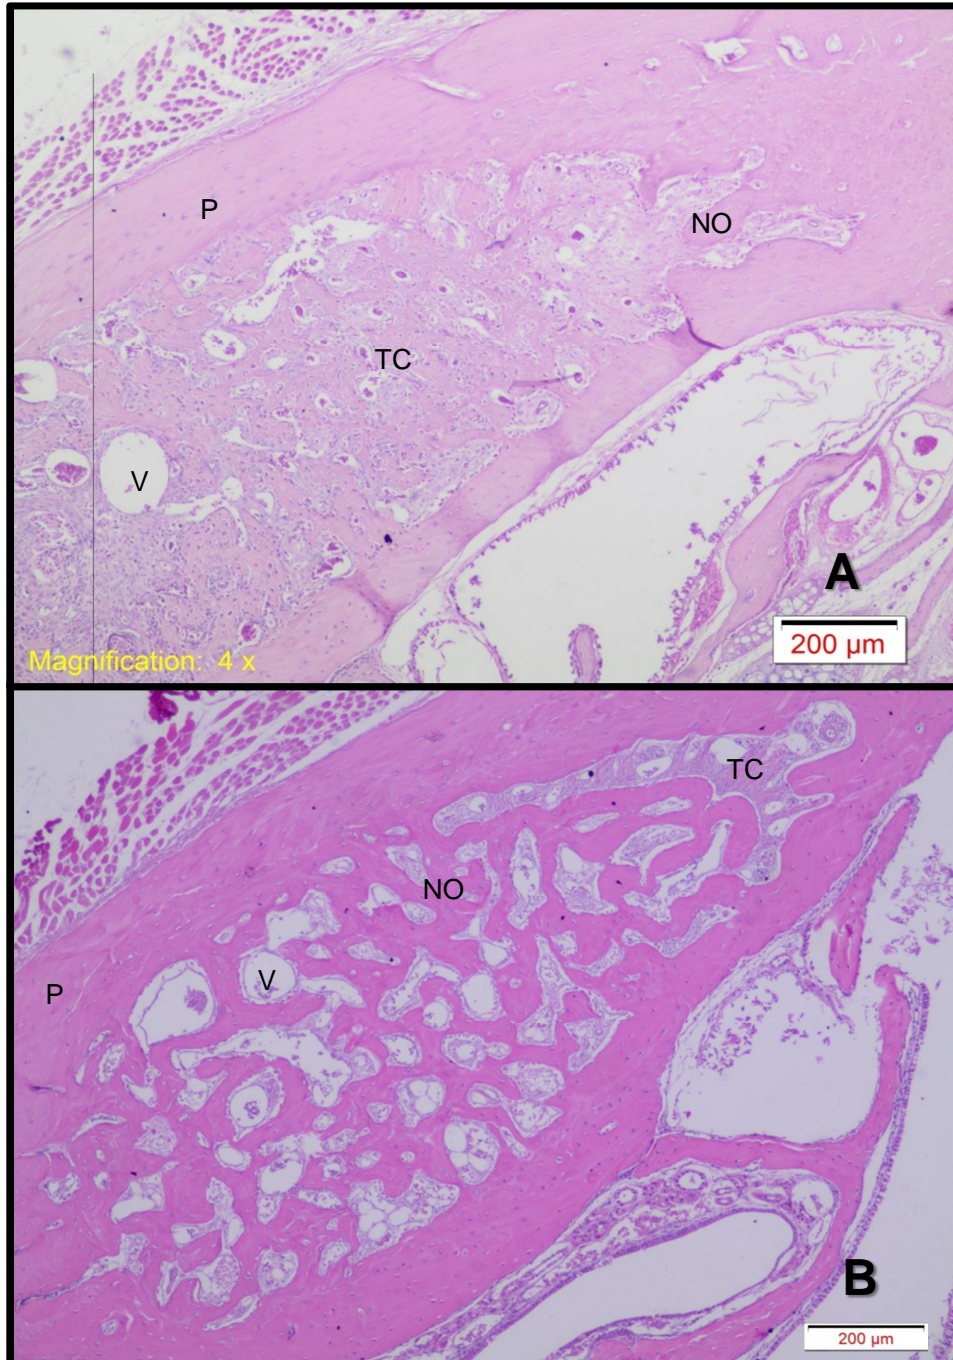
Grupo IV períodos de 7 e 28 dias. A) Grupo IV (7 dias), apresenta neoformação óssea (NO) por todo o alvéolo e a partir das paredes (P), além da presença de tecido conjuntivo (TC) mais ao centro. B) No Grupo IV (28 dias), o alvéolo está preenchido por grande neoformação óssea (NO) que preenche todo o espaço que não há presença tecido conjuntivo (TC) e com mais vasos (V) quando comparado com o Grupo III, desde as paredes (P). Coloração H.E. Fonte: Elaborado pela autora.
